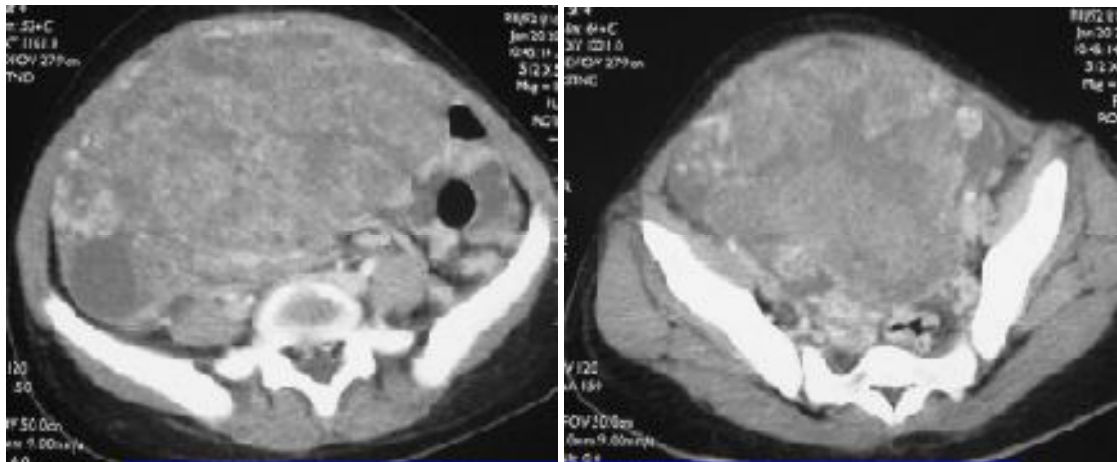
TDM montrant une masse kystique abdomino-pelvienne (cystadénome séreux) [54]
